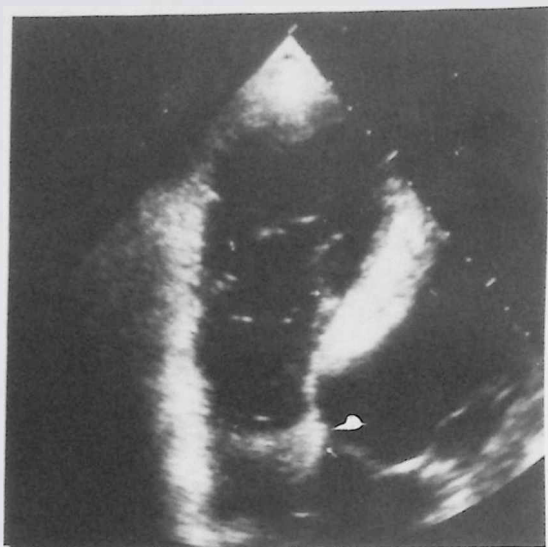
Ecocardiograma 2D obtenido en el plano apical de 4 cámaras en telediástole. Se aprecia cómo las valvas septal y posterior de la válvula tricúspide se encuentran fusionadas, en gran parte, al tabique interventricular y a la pared libre del ventrículo derecho respectivamente. Se observa una separación exagerada entre el punto de implantación (flechas) de ambas válvulas aurículo-ventriculares. El plano valvular tricúspide tiene una situación mucho más próxima al ápex de lo que es habitual. La imagen permite observar la asincronía de cierre de ambas válvulas.
